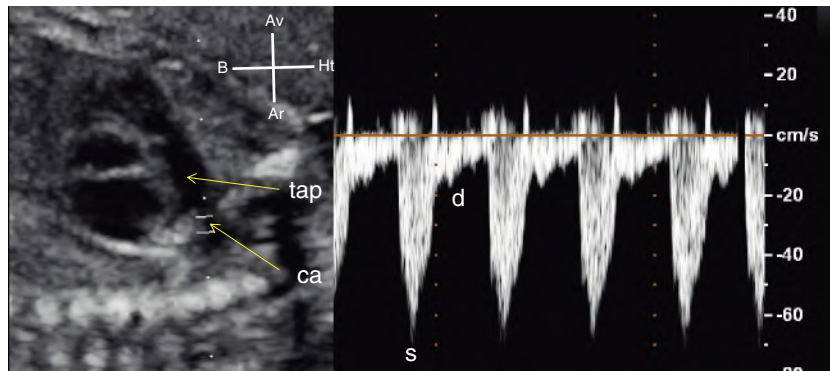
Flux de canal artériel (ca) en Doppler pulsé. Le flux est continu avec une vitesse maximale en systole (s) et une vitesse moindre en diastole (d). tap : tronc de l'artère pulmonaire.
